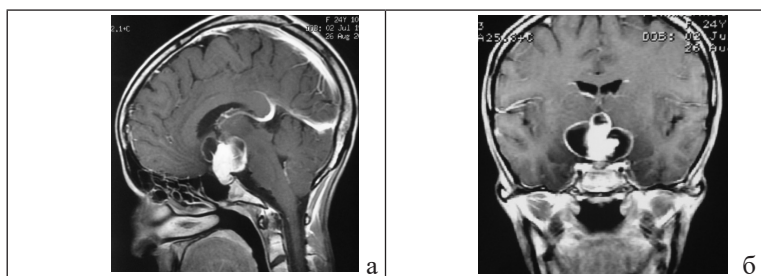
МРТ с контрастным усилением в сагиттальной (а) и фронтальной (б) проекциях (картина стеблевой краниофарингиомы).
